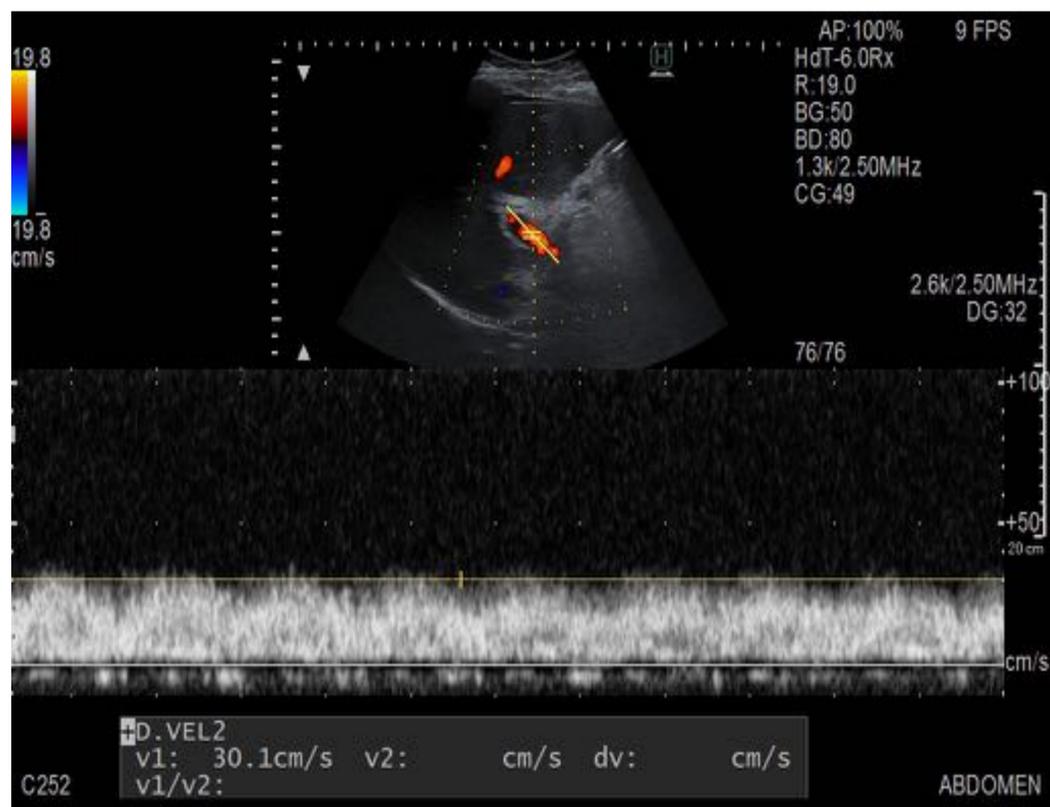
Doppler espectral que muestra un flujo normal portal hepatópeto.
